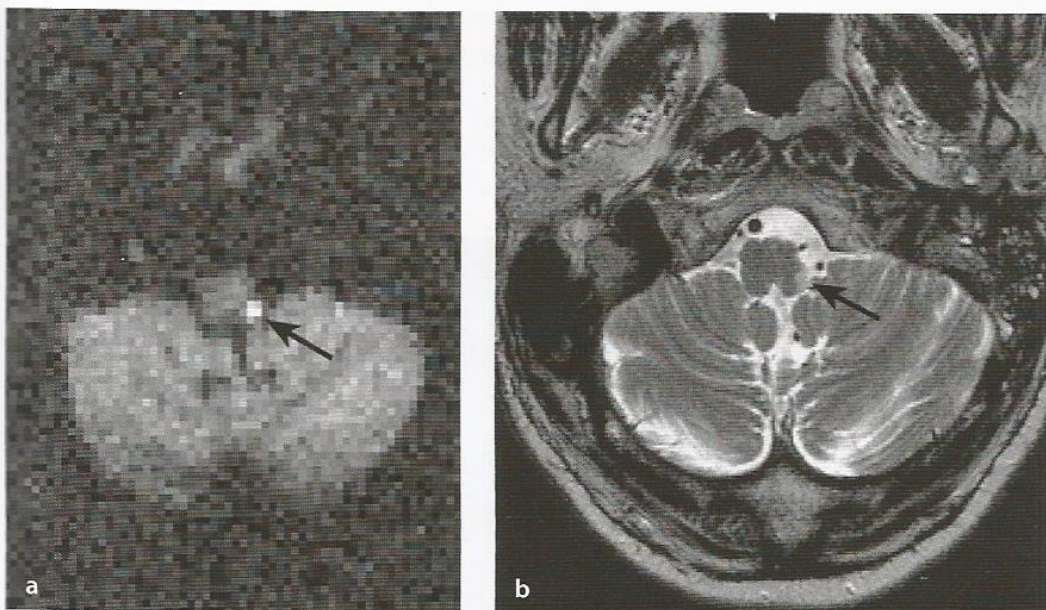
Síndrome de Wallenberg. a. A imagem de RM ponderada por difusão mostrou uma lesão na parte dorsolateral esquerda do bulbo. b. A imagem em T2 dessa área mostrou sinais hiperintensos.
